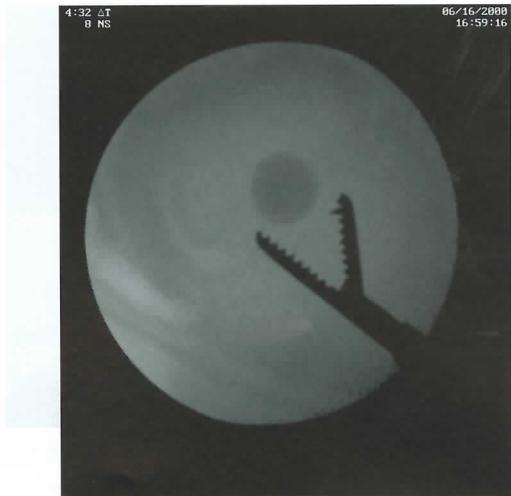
膀胱洗浄を行い、5 mm以下の結石を回収した後、結石破碎前のX線透視画像
